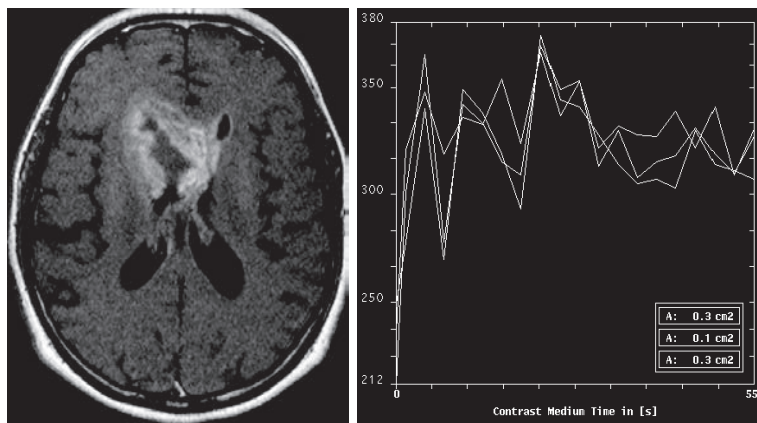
Результаты динамической контрастной МРТ у больного с анапластической астроцитомой мозолистого тела: а – постконтрастное T1 взвешенное изображение (T1 ВИ) в аксиальной проекции; б – кривая накопления и выведения контрастного вещества в опухоли (III тип кривой).
